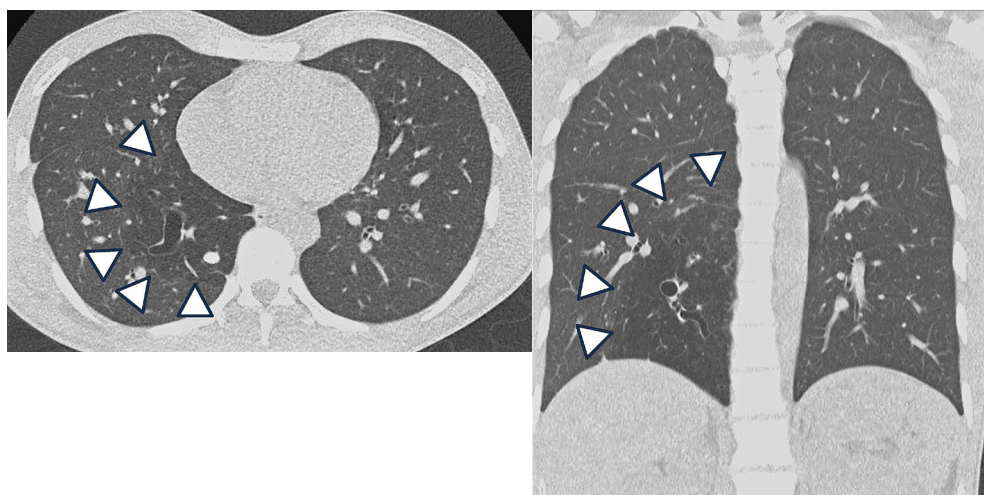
A CT scan performed 5 years ago revealed a dilated bronchus in the lower right lung that did not communicate with a normal bronchus, as well as surrounding emphysema (arrowheads).
